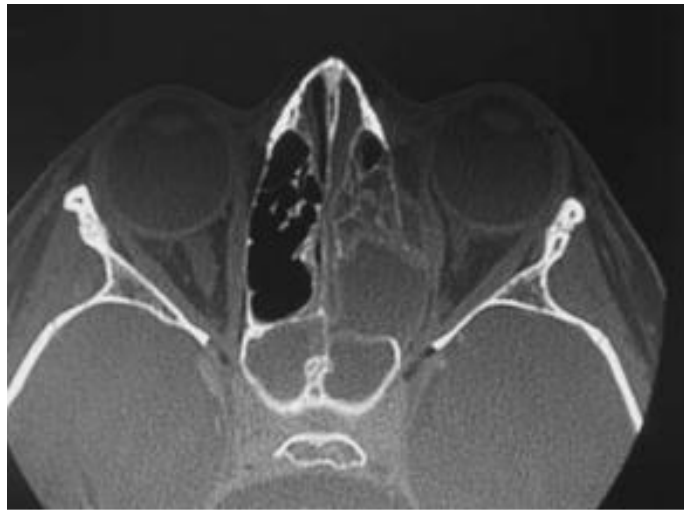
TDM chez un enfant de 8 ans montrant une éthmoïdite avec un abcès sous-périosté intra-orbitaire homolatéral, mais aussi une double sphénoïdite [47]
